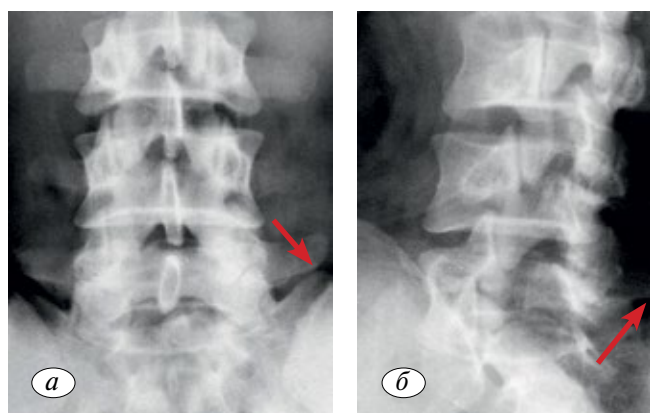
Рентгенограммы поясничного отдела позвоночника пациента *Ш.*, 24 лет (заслуженный мастер спорта, хоккей с мячом, сборная России).
